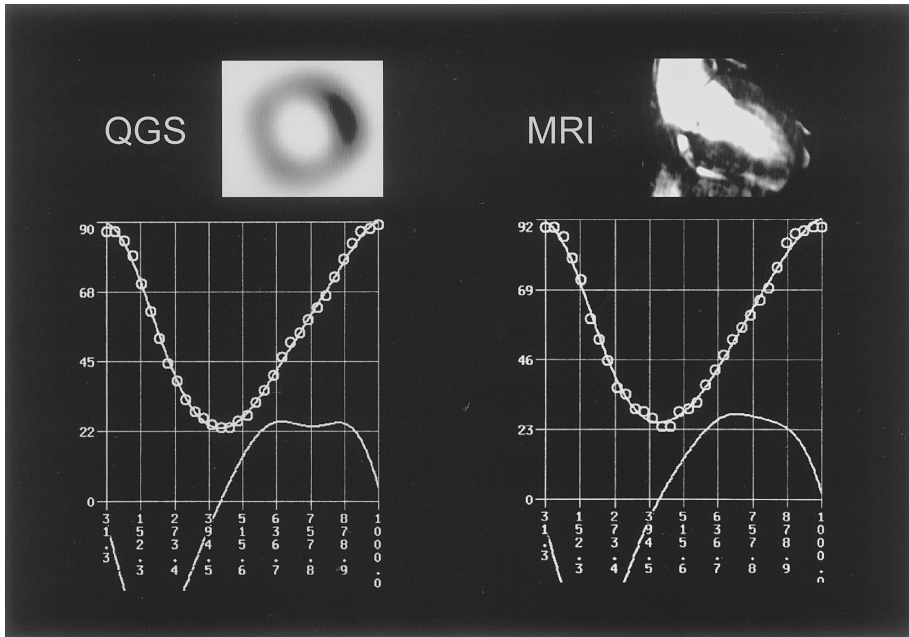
Left ventricular volume curve (including first derivative curve) generated from gated SPECT and cardiac MRI.
